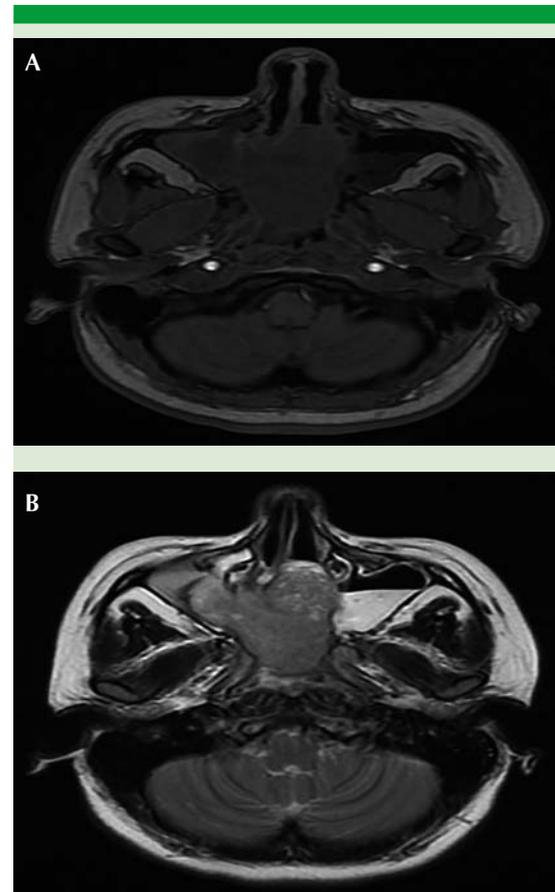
Estudio de resonancia magnética en T1 (A) y T2 (B) que muestra lesión tumoral lobulada, heterogénea, isointensa en T1 e hiperintensa al mismo en T2 que ocupa la totalidad de la cavidad nasal y la nasofaringe con destrucción del tabique nasal, erosión de la pared medial del antro maxilar derecho con extensión y ocupación del mismo.
